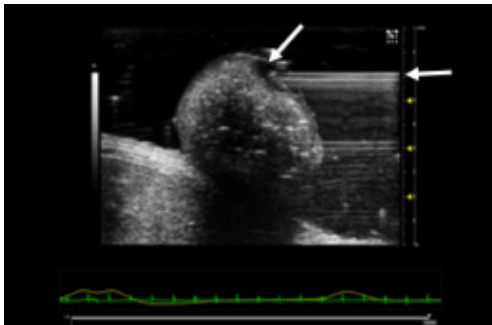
Injection de cellules tumorales au niveau du caecum, guidée par l'échographie, chez la souris. Les flèches présentent la position de l'aiguille ainsi que la zone d'injection de la suspension cellulaire (en noir).
